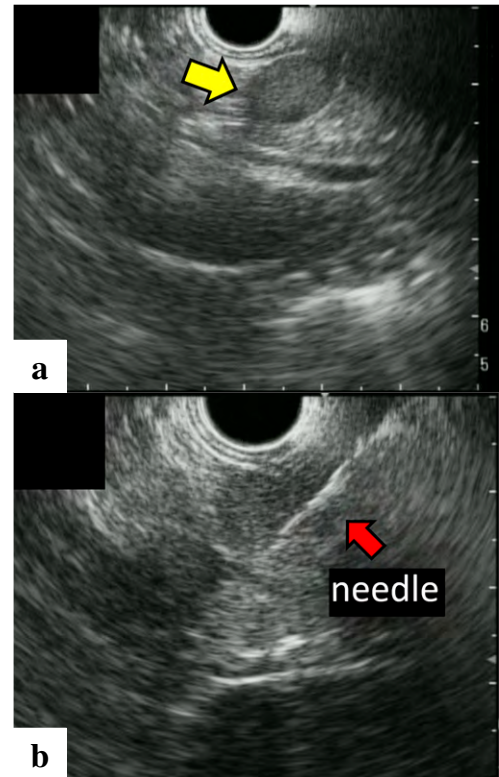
Endoscopic ultrasonography (EUS). a : The pancreatic head tumor was isoechoic, measuring 13.9×11.2 mm in diameter (arrow). b : EUS-guided fine needle aspiration (FNA) was performed (needle indicated by the arrow).
